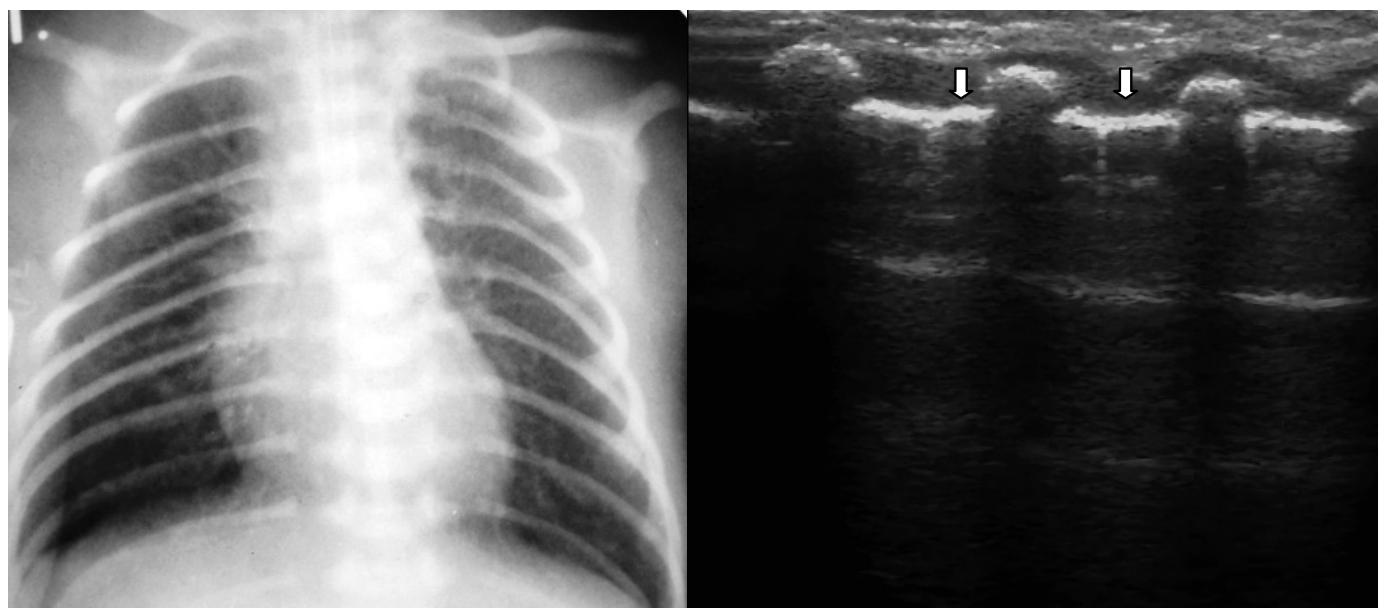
Ребенок С. с РДС I ст. (срок гестации 33 нед.). На рентгенограмме визуализируется деформация легочного рисунка по ретикулярно-гранулярному типу. При УЗ обследовании определяются единичные В-линии (белые стрелки).
